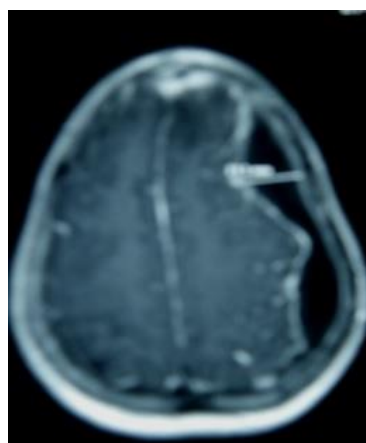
IRM Cérébrale séquence T1 injecté : hyposignal fronto temporo pariétal gauche avec effet de masse en faveur d'un empyème sous dural.
